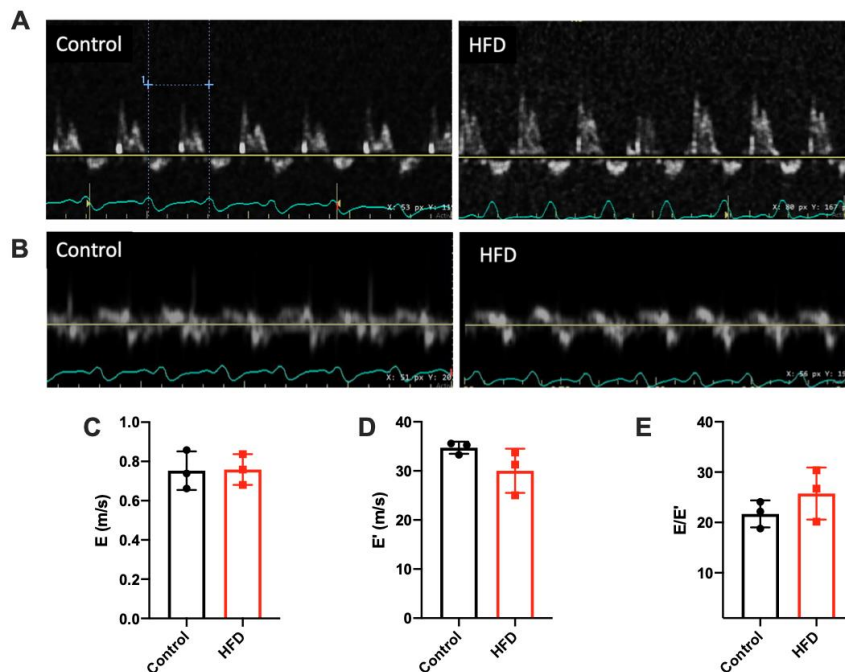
Dieta alta en grasas por 25 semanas de tratamiento no produce disfunción diastólica. Animales C57BL/6N machos de 10 semanas de edad se alimentaron con dieta alta en grasas (HFD) por 25 semanas de tratamiento para luego realizar ecocardiografía con animales anestesiados. (A) Imagen modo Doppler y (B) Doppler tisular para obtener curvas de velocidades de flujo sanguíneo como la onda E de llenado rápido (C), onda E' (D) y la razón entre ambas E/E' como indicador de disfunción diastólica (E). n=3 animales por grupo. No se realizó análisis estadístico por falta de experimentos independientes.
